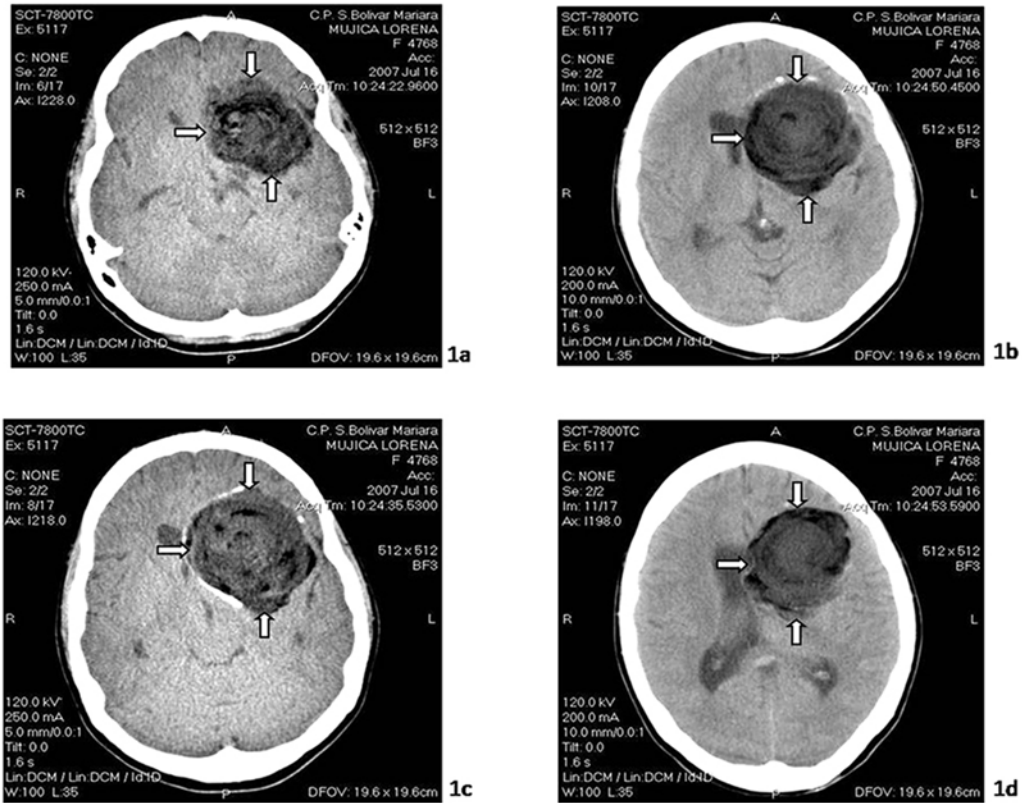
(a-d). Tomografía computarizada de cráneo simple. Se observa imagen mixta de 6x5 cm, redondeada, contornos regulares, bien delimitados, localizada en región frontoparietal izquierda.
